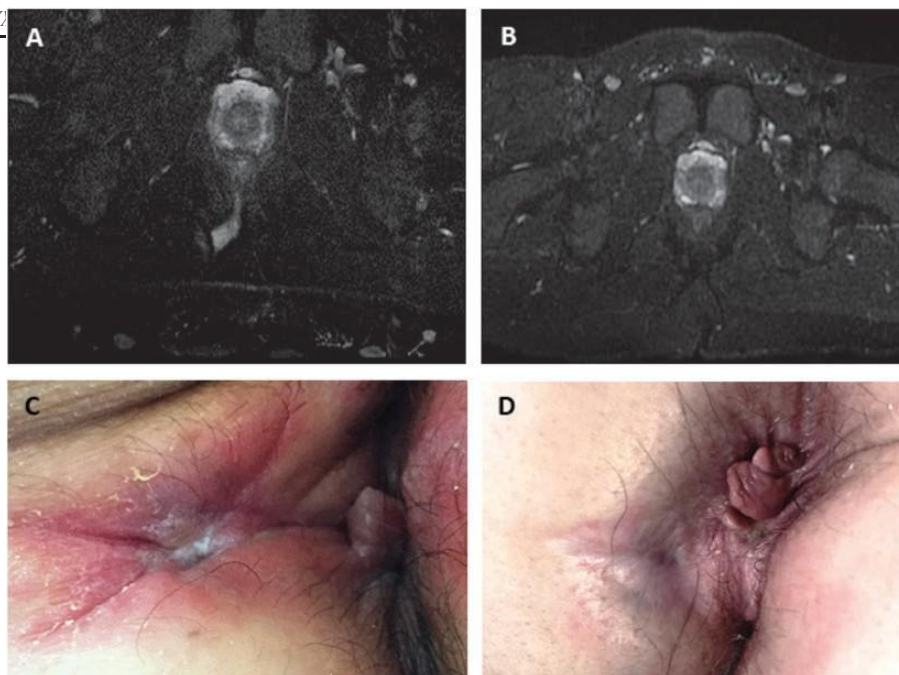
联合缓解患者的临床案例。 D. A, 男, 21岁。 外瘻口MRI(A, B)和数码照片(C, D)。 甲, 丙, 术前; 乙, 丁, 术后六个月。
